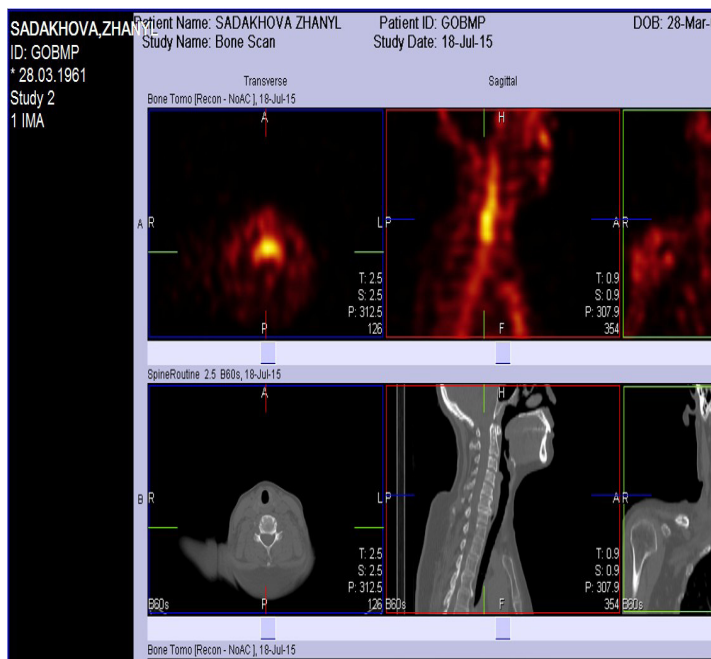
ОФЭКТ/КТ шейного отдела позвоночника (пациентка С. 54 года)
